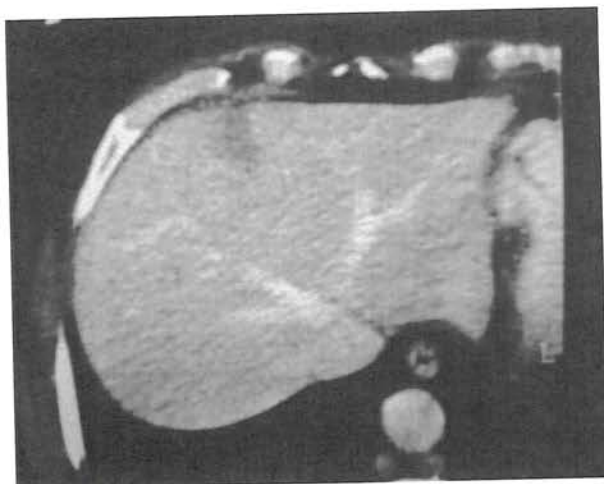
Paciente masc., 64 anos, portador de carcinoma de células renais. À tomografia computadorizada visualizou-se uma lesão focal hepática que não se confirmou à palpação ou ultra-som intra-operatório e no seguimento em 15 meses. A análise retrospectiva mostrou tratar-se de alteração perfusional. Foi realizada pancreatectomia pois o paciente apresentava na ocasião lesões metastáticas pancreáticas.
